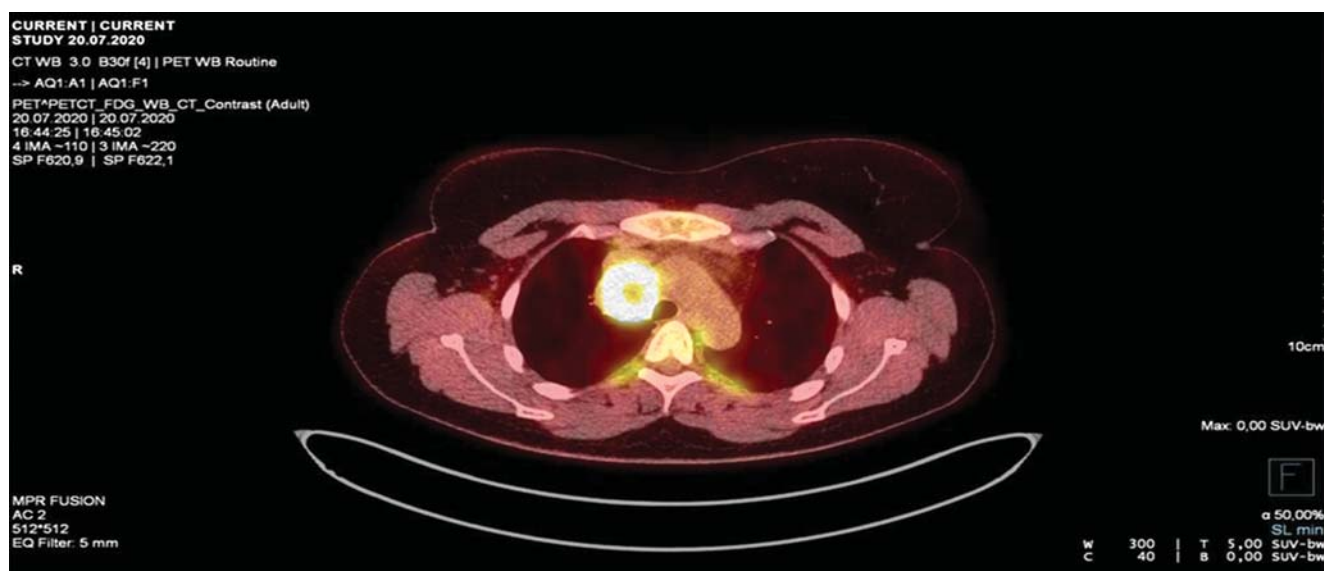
Комбинированные ПЭТ/КТ-изображения с 18F-ФДГ, гиперфиксация 18F-ФДГ преимущественно по периферии конгломерата лимфоузлов паратрахеально справа с распространением на верхние отделы корня правого легкого с max SUV 15,70 размерами 4,0×3,8×5,8 см.
